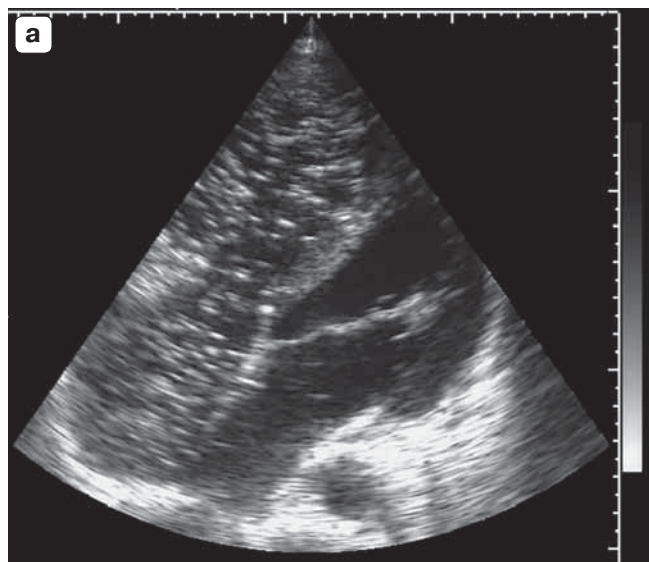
Контрастная эхокардиография. Апикальная четырехкамерная позиция. а – тугое контрастирование правых камер сердца. Проникновение единичных пузырьков контрастного препарата в левые камеры свидетельствует о наличии дефекта межпредсердной перегородки; б – тугое заполнение контрастным препаратом Соновью левого желудочка. Тромб в полости верхушки.
